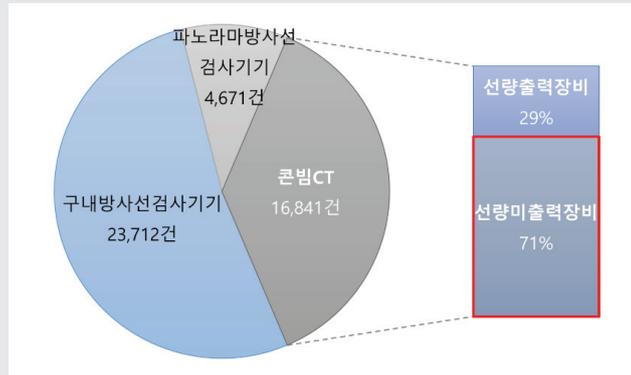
치과방사선기종별 국내 설치 현황
